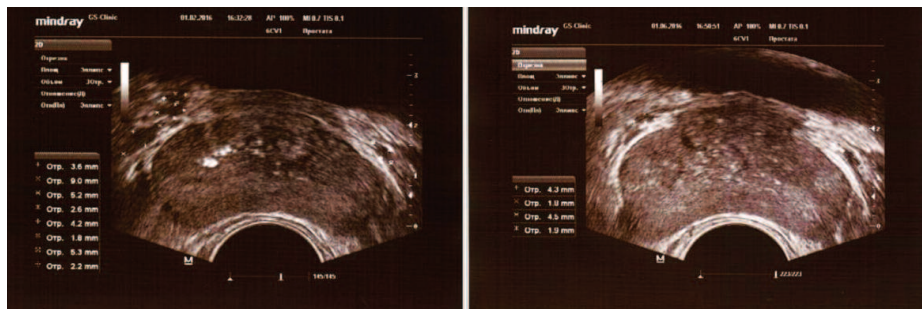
ТРУЗИ ПЖ у пациента К., 30 лет с двусторонним варикоцеле 01.02.2016 (слева) и через 4 месяца (01.06.2016) после симультанной двусторонней варикоцельэктомии, пластики оболочек яичек по Винкельману из срединного мошоночного доступа по линии Веслинга (от 09.02.2016) (справа)
